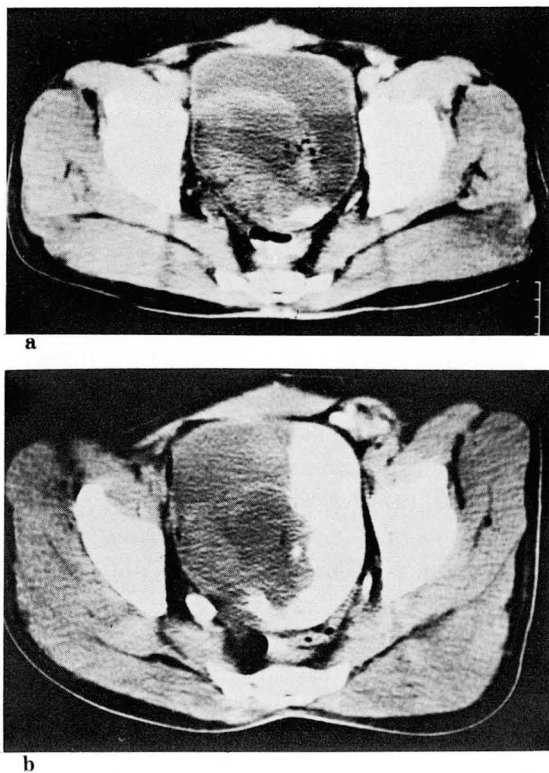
a. On supine CT scan, protrued vesical mass with hematoma which has invaded to perivesical fat and soft tissue nodularity is suggested as stage III. b. On left lateral decubitus scan, clearly defined periureteric and perivesical fat plane is noted and the tumor was stage II.
